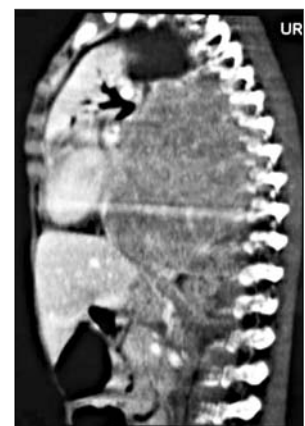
CT pacientului U.
